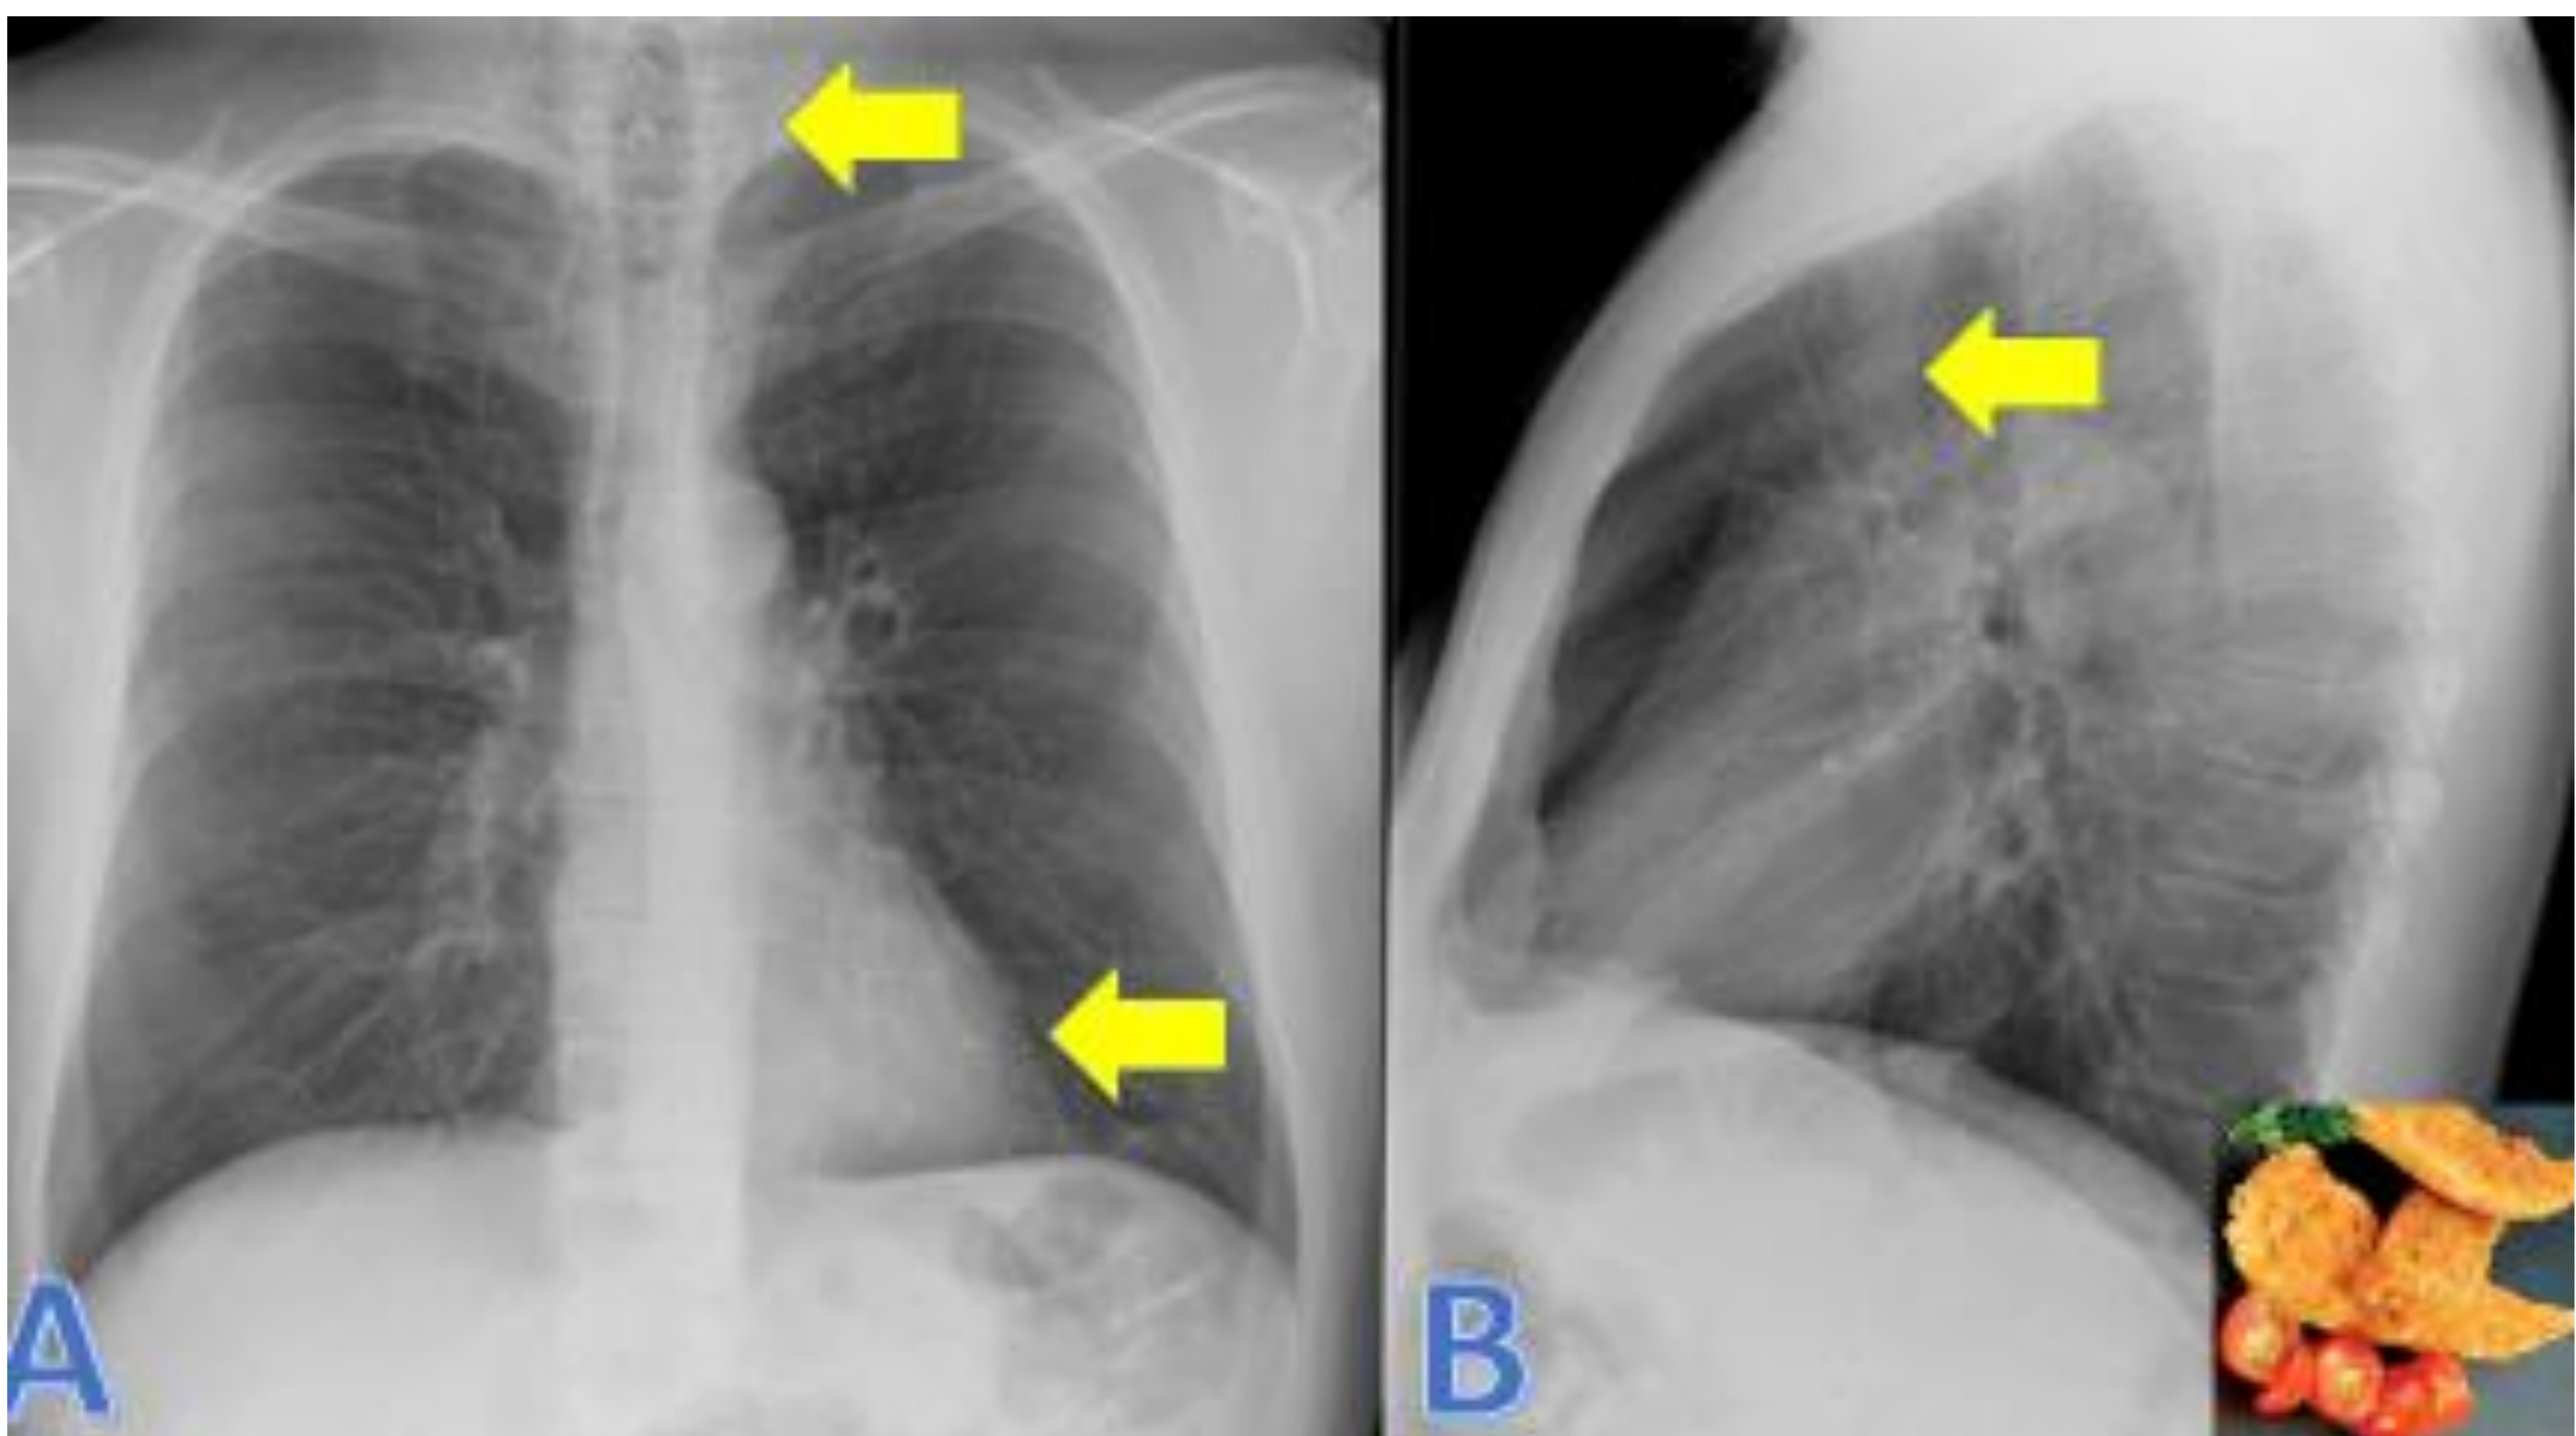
Radiografía de tórax PA en paciente con dolor torácico tras comer un alimento sólido. Se observa bandas radiolúcidas paracardiacas, paratraqueales y pretraqueales compatibles con neumomediastino.
